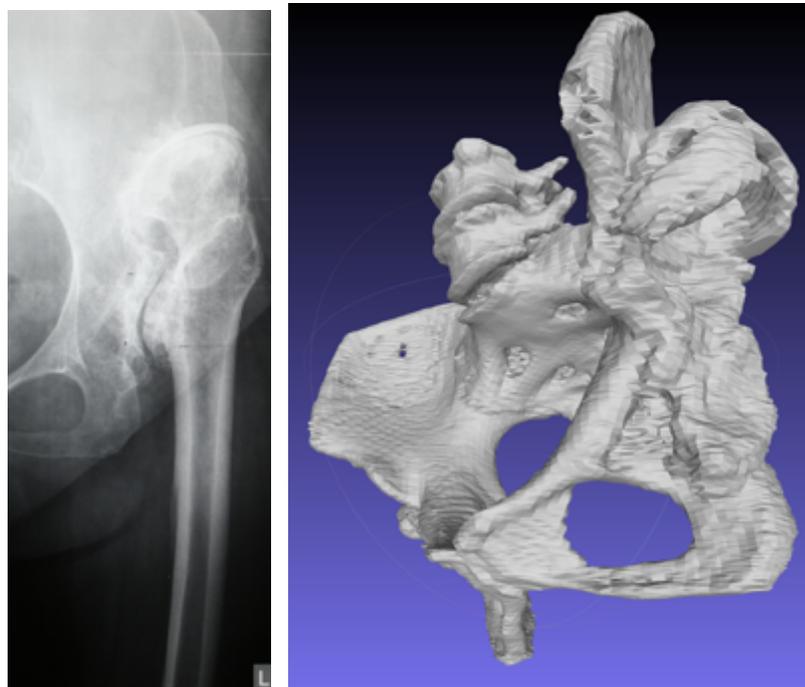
Рентгенограмма и 3D реконструкция пациентки 61 года с высоким врожденным вывихом типа С1 Hartofilakidis
